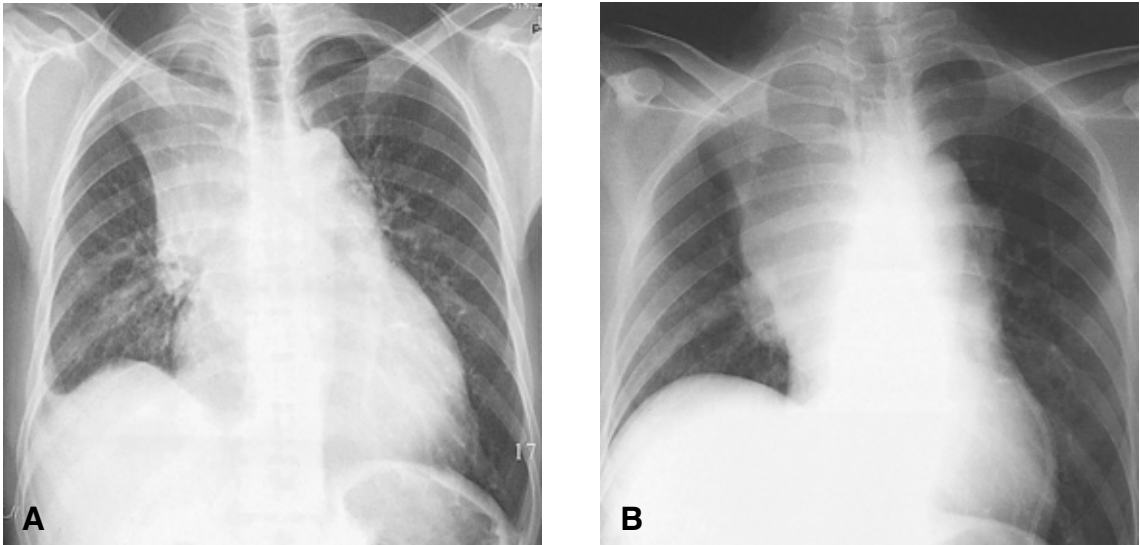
Baseline chest X-ray exhibits cardiomegaly, pleural effusion on the right side, and right upper lobe collapse (A). Chest X-ray after recovery of the patient's condition and LV systolic function shows resolution of cardiomegaly (B).
